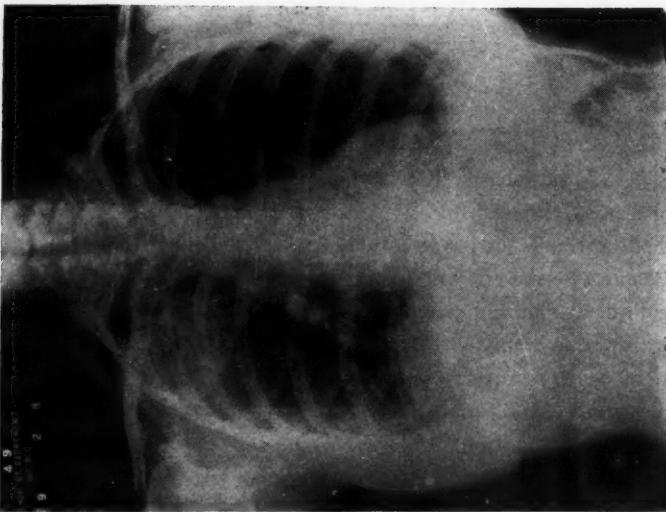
Radiographie prise le 2 août 1949. —
